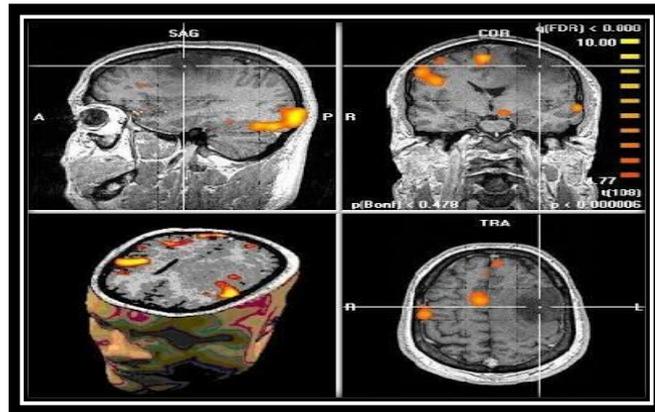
Resonancia magnética de cabeza. ²⁰
